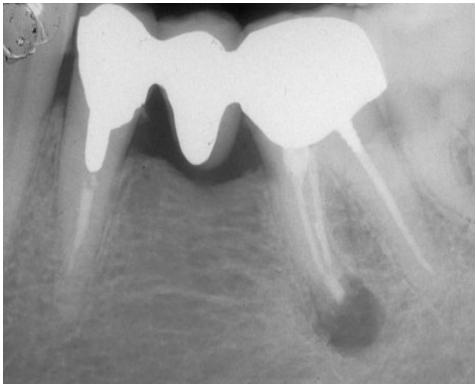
Röntgenaufnahme von 36 kurz nach WSR (aus GAGLIANI et al. 2005)
